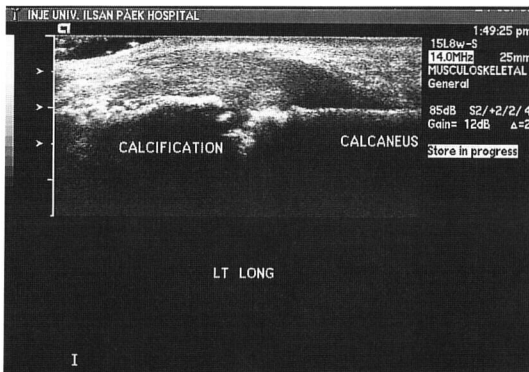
Sonographic finding showing calcific mass located inner side of thickened Achilles tendon.
